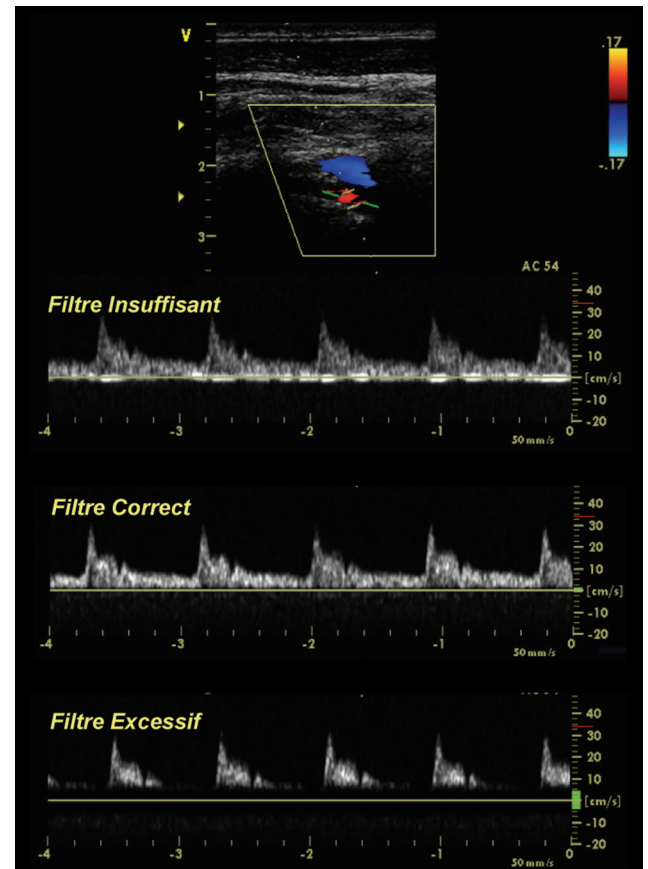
Le filtrage du signal Doppler permet d'éliminer les artefacts dus aux petits mouvements de la sonde ou des tissus voisins (par exemple, les mouvements respiratoires ou les battements cardiaques, ou encore la pulsation des parois artérielles). Ce filtre ne doit cependant pas masquer les vitesses circulatoires lentes, sous peine de fausser l'évaluation du signal.
